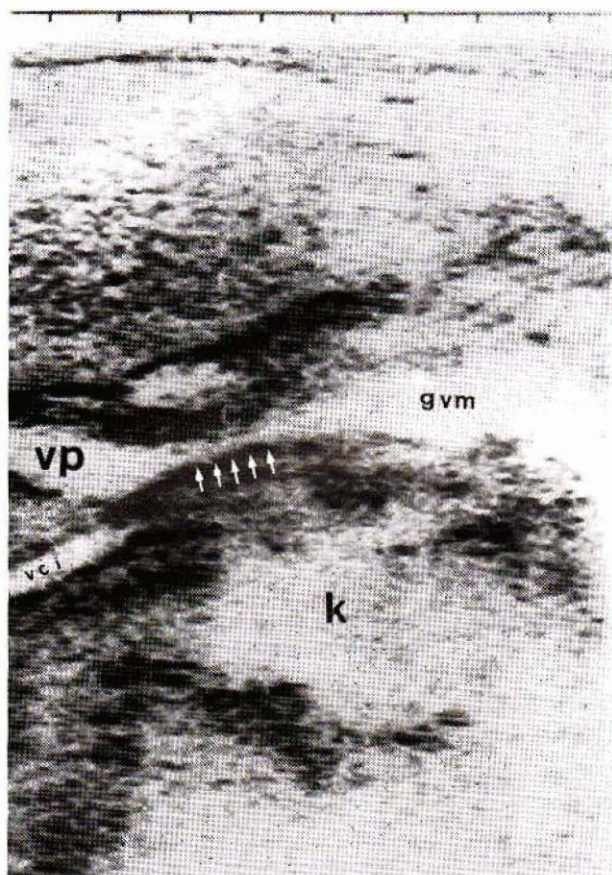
Coupe ultrasonore oblique dans l'axe mésentérico portal.
